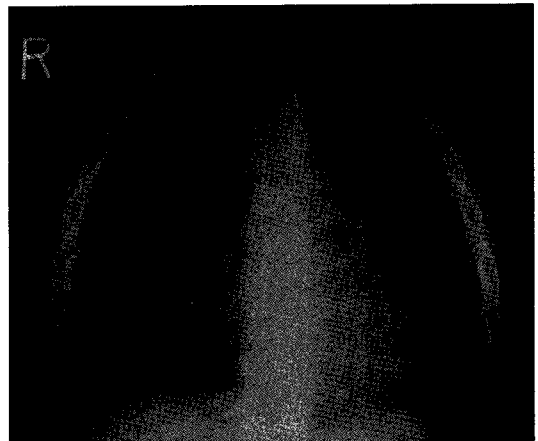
Chest PA Radiograph.
